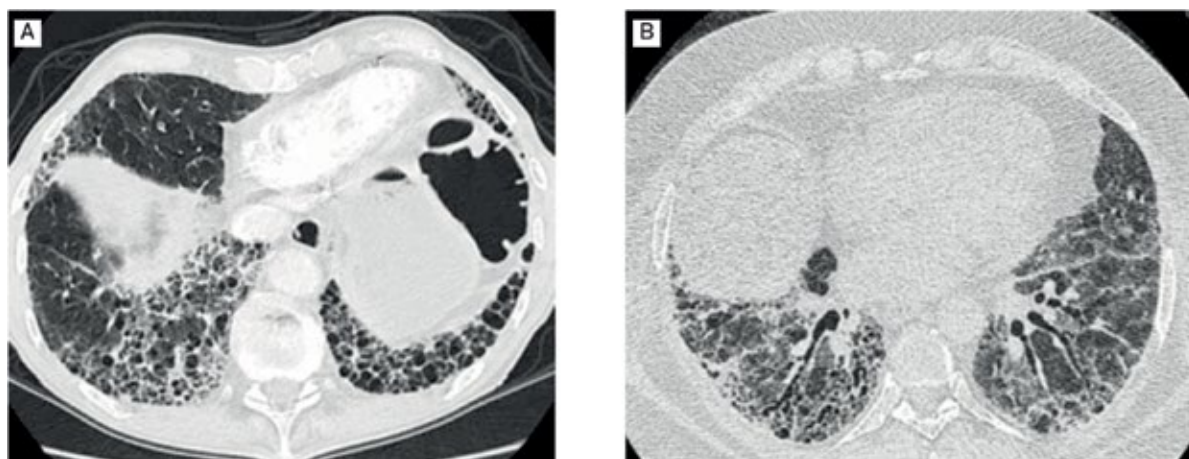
Примеры паттерна обычной интерстициальной пневмонии по данным компьютерной томографии высокого разрешения у больных идиопатическим легочным фиброзом: А – классический, В – возможный
